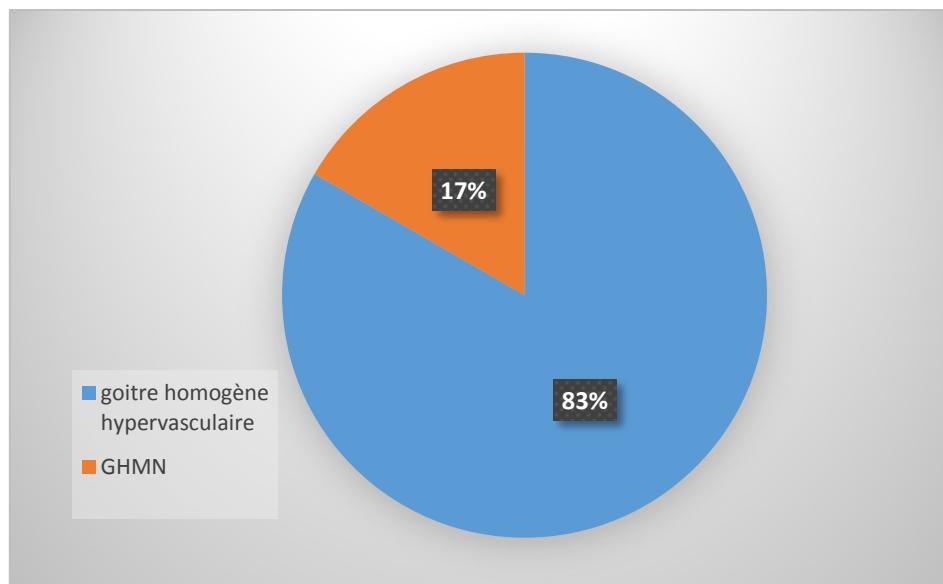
Répartition en fonction des résultats de l'échographie
